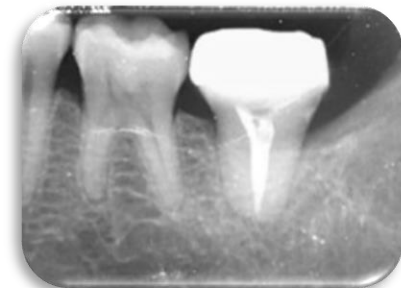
Radiografía periapical postoperatoria: 1 año, ya con restauración final.
